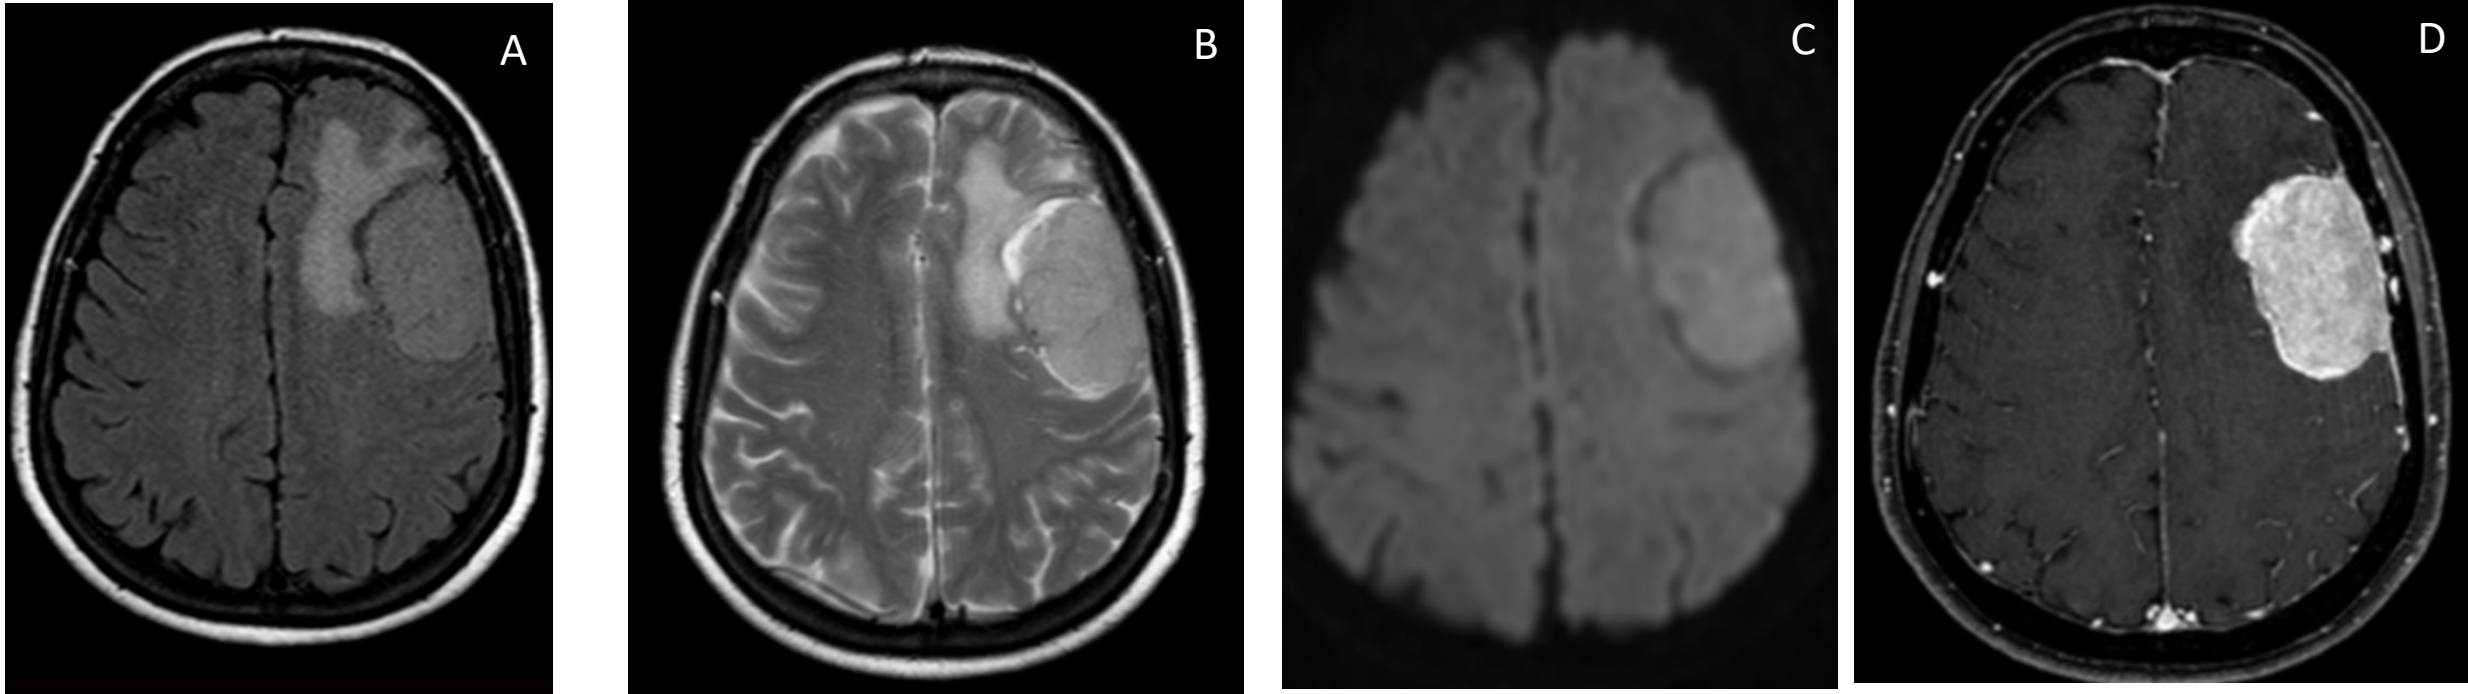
RM cráneo. Paciente varón de 62 años con cefalea y hemiparesia en el brazo derecho. Lesión sólida extraaxial en la convexidad izquierda, iso-hiperintensa en FLAIR (A), hiperintensa en T2 (B), sin restricción en DWI (C) y con realce intenso tras contraste (D). Ejerce efecto de masa, desvía la línea media y asocia edema perilesional además de remodelado óseo de la tabla interna, con realce meníngeo (cola dural) asociado. Hallazgos que sugieren meningioma.
